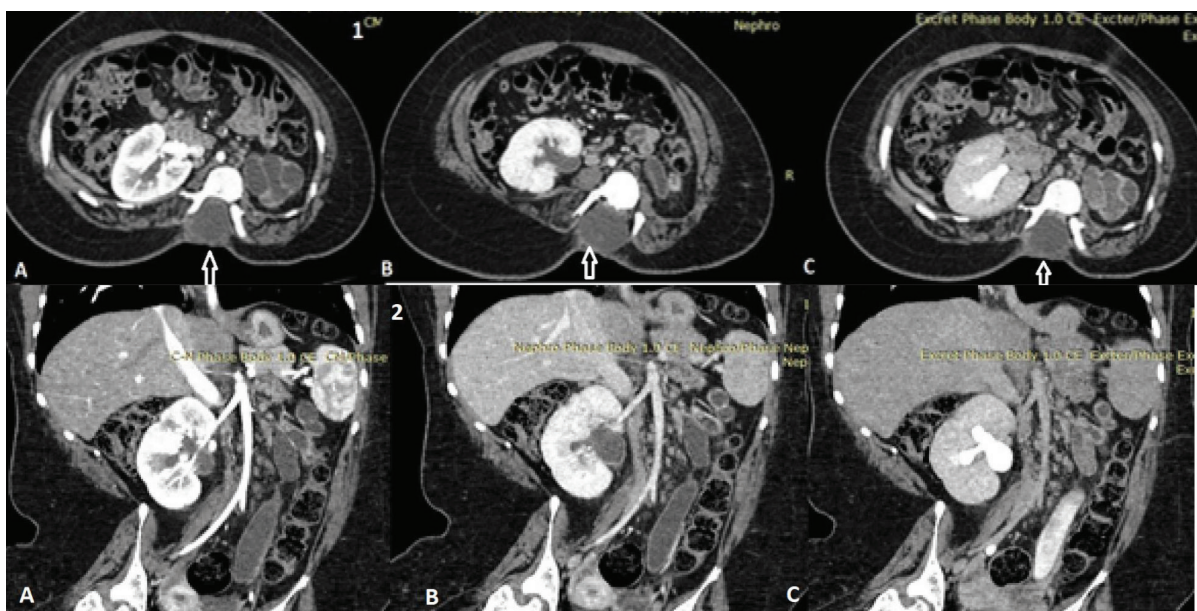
Дівчинка 15 років. А — пізня артеріальна фаза; В — паренхіматозна (нефрографічна) фаза; С - екскреторна (пієлографічна) фаза. 1. Аксіальні скани КТ: менінгоцеле (білі стрілки). Функції правої нирки збережені. Зниження концентраційної функції лівої нирки. Вторинна гідронефротична трансформація лівої нирки унаслідок міхурово-сечовідного пасивного рефлюксу 5 ст. 2. Коронарні скани КТ. Розширення миски правої нирки зі збереженням концентраційної та екскреторної функції. Вторинна гідронефротична трансформація лівої нирки унаслідок міхурово-сечовідного пасивного рефлюксу 5 ст. У сечоводі лівої нирки в екскреторній фазі дослідження - наявність контрасту, що свідчить про часткове збереження нирковою концентраційної функції
